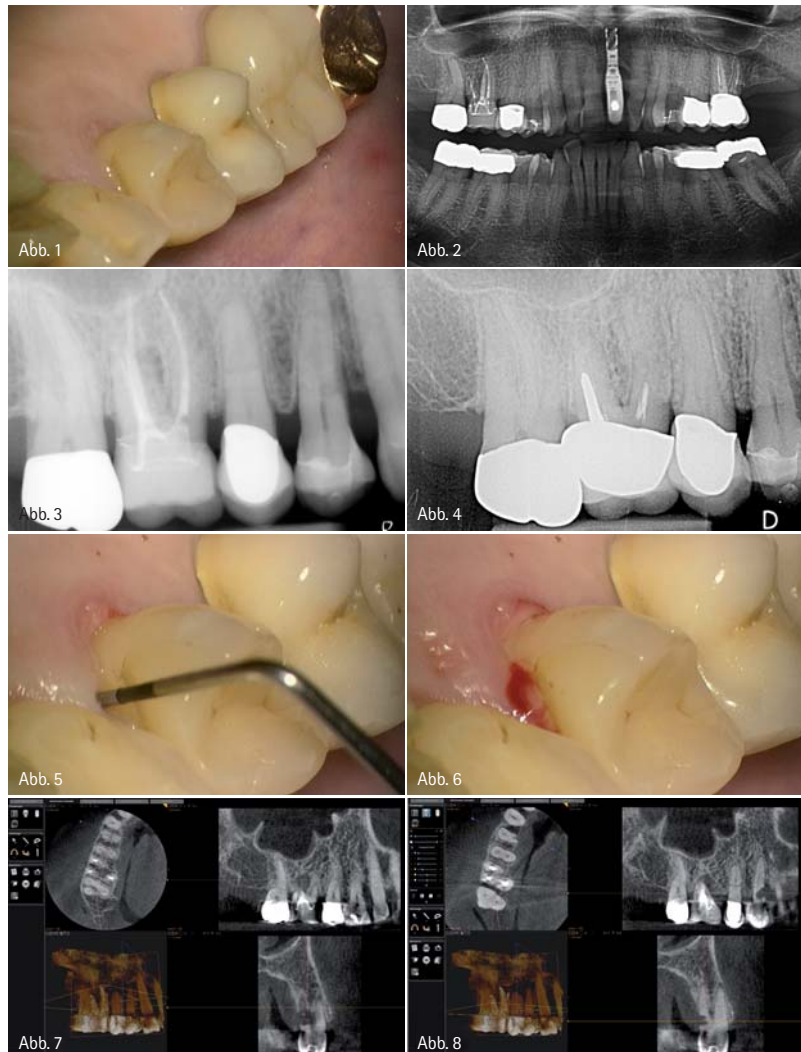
Intraorale Situation 14, 15 und 16. – Abb. 2: Panorama-Schichtaufnahme (gezeigt wird nur Teilausschnitt). – Abb. 3: Einzelröntgenbild ungefiltert (Hochauflösend: 21 Linienpaare) 20.03.2011. – Abb. 4: Vergleichs-Röntgenbild: Situation vom 14.1.2004 vor der Revision Zahn 16. – Abb. 5: Zahn 14: mesio-palatinale Sondierungstiefe 7 mm und strukturelle Weichgewebeveränderung. – Abb. 6: Zahn 14: Blutung auf Sondierung. – Abb. 7: Zahn 14: mesio-palatinale Sondierungstiefe 7 mm, effektiver Knochenverlust: 5 mm. – Abb. 8: Zahn 14: mesio-palatinale externe Resorption.
